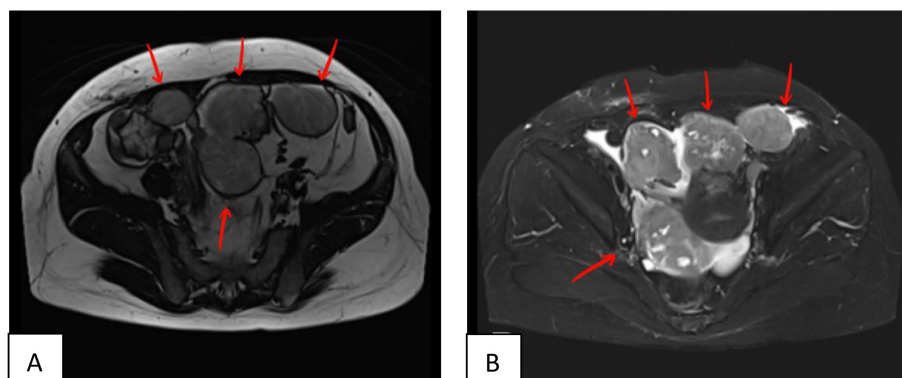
Pelvic contrast-enhanced MRI
